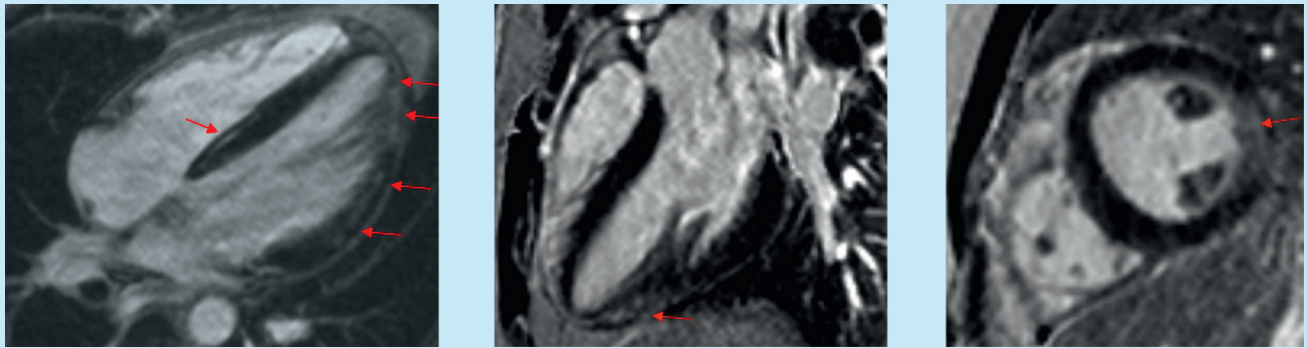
Kardio-MRT (kMRT) – Magnetresonanztomographie bei Myokarditis mit Nachweis von Kontrastmittelanreicherung (LGE, rote Pfeile)
